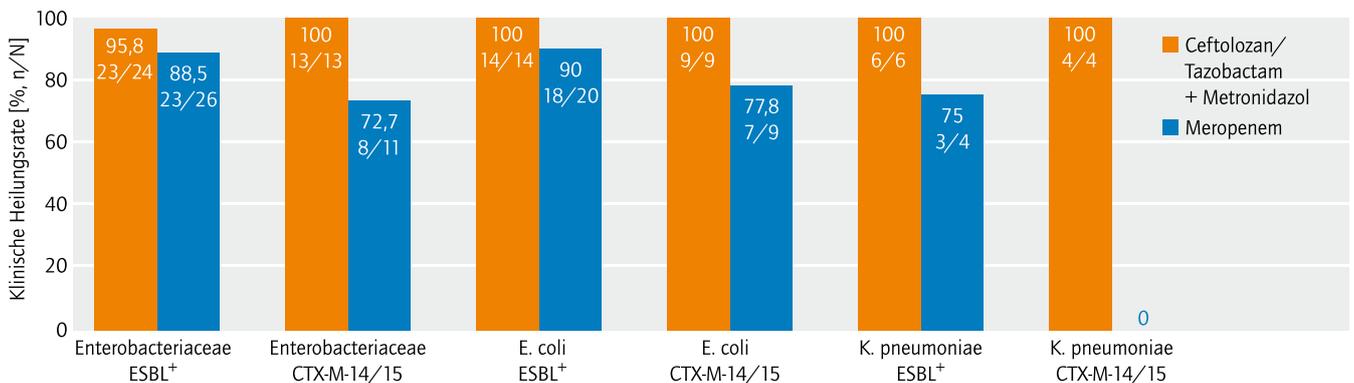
Klinische Heilungsraten in der ASPECT-clAI-Studie beim Test of Cure (TOC). Auswertung nach infektiösem Erreger (ME-Population: „mikrobiologisch auswertbare“ Patienten) [nach 25]
